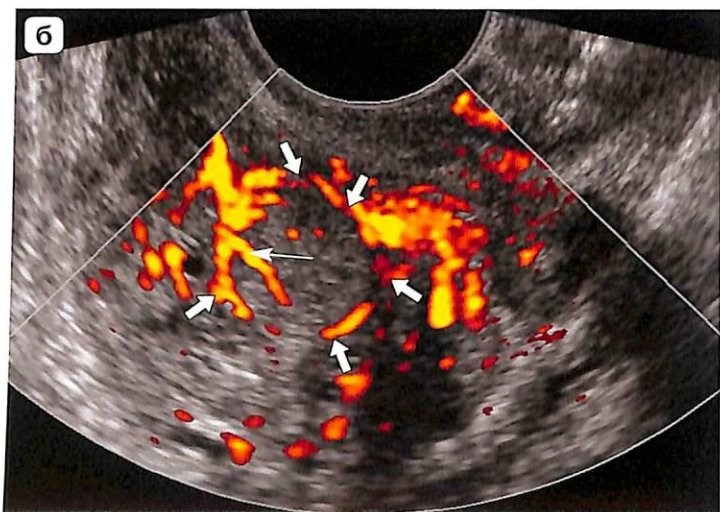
ТРУЗИ предстательной железы.
